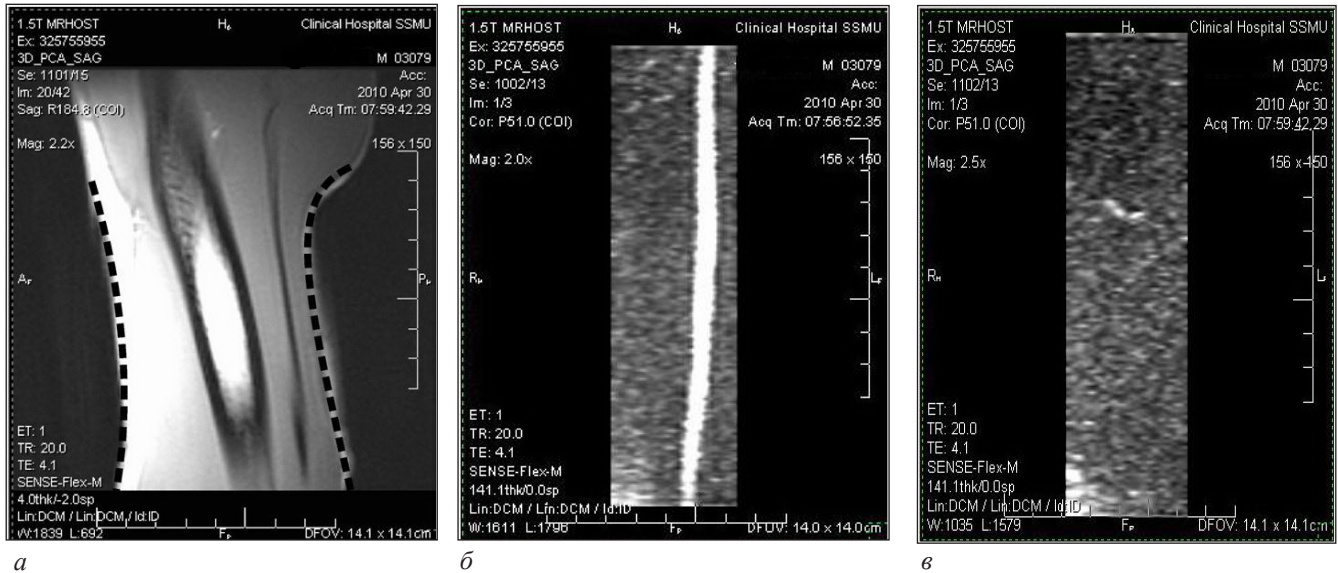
Магнитно-резонансные томограммы плечевой артерии: *a* – профиль тканей плеча в момент начального увеличения давления манжеты (пунктиром выделен профиль деформации мягких тканей); *б* – плечевая артерия до окклюзии; *в* – плечевая артерия во время окклюзии
